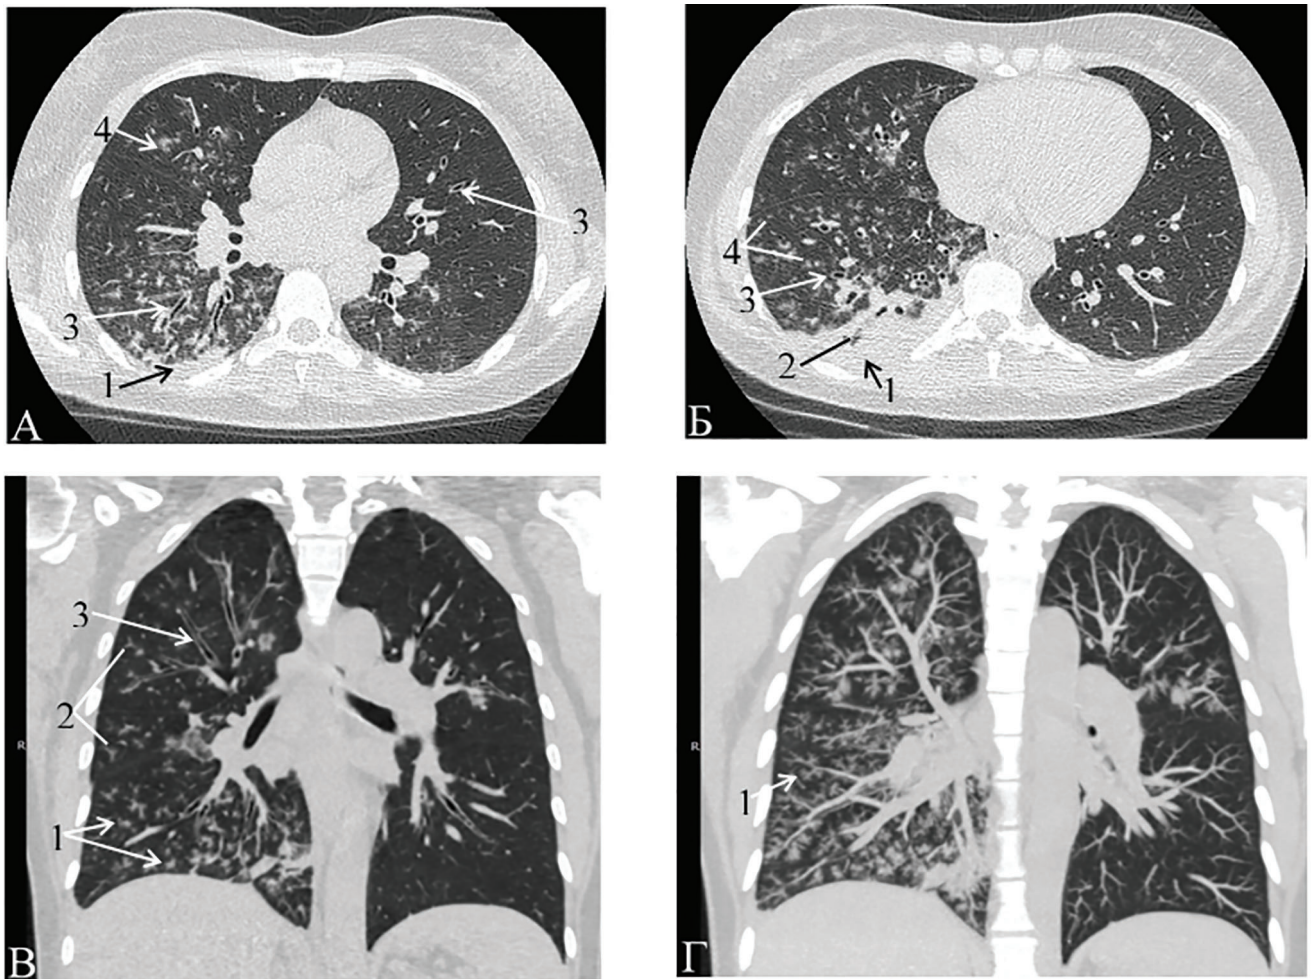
Результаты КТ женщины 43 лет с внебольничной правосторонней полисегментарной пневмонией средней степени тяжести
